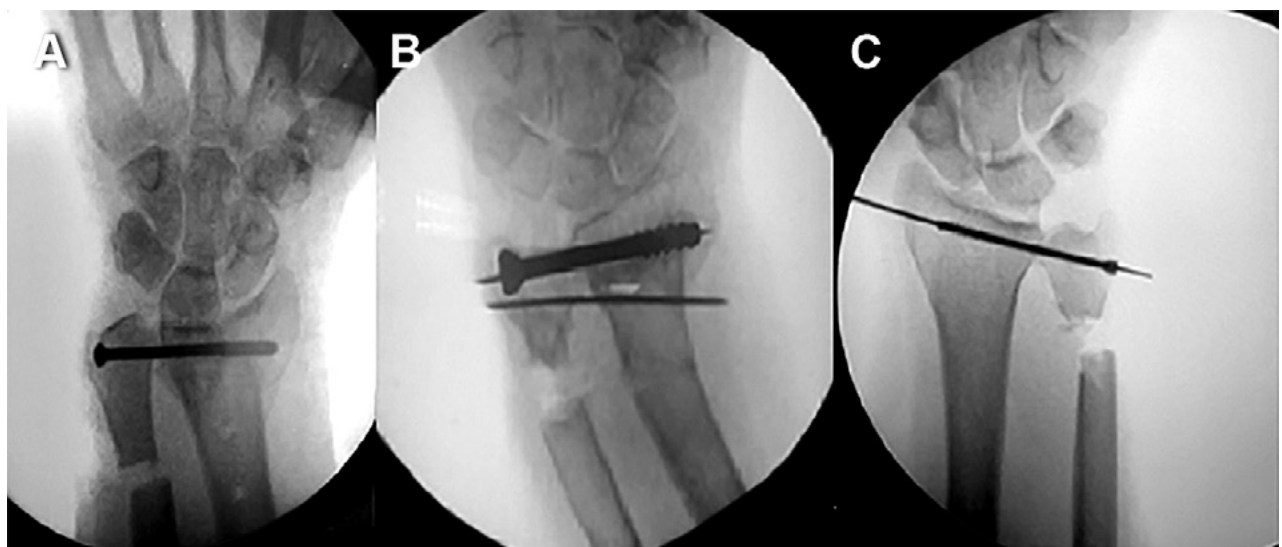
Radiografías intraoperatorias que muestran la colocación del tornillo de artrodesis ARCD. A) Imagen mencionada anteriormente donde se realizó la osteotomía más proximal por fractura de cúbito a esa altura.
